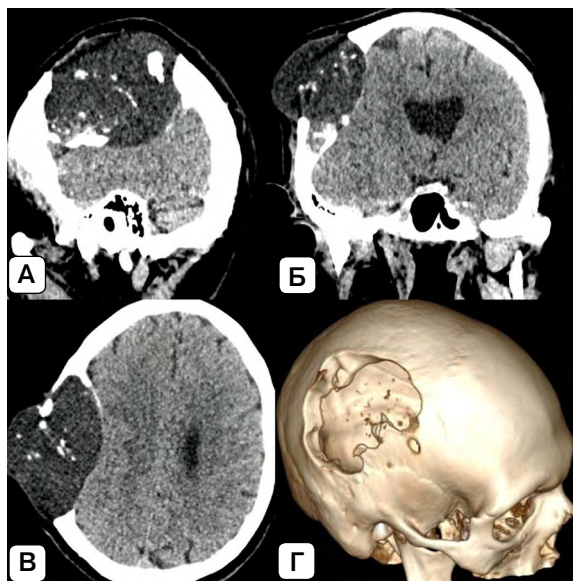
Мультиспиральная компьютерная томография головного мозга: А – сагиттальная проекция; Б – коронарная проекция; В – аксиальная проекция; Г – трехмерная реконструкция черепа. Источник: составлено авторами
